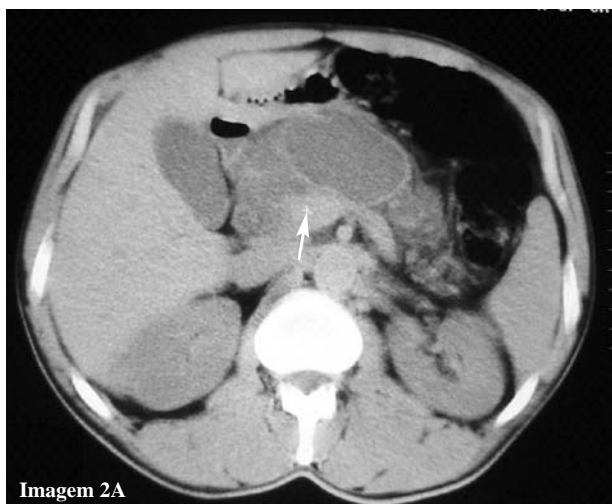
Imagens da lesão obtidas por TAC (Imagem 2A - sem contraste; Imagens 2B e 2C com contraste; as setas indicam a lesão) mostrando a lesão quística multiloculada.
